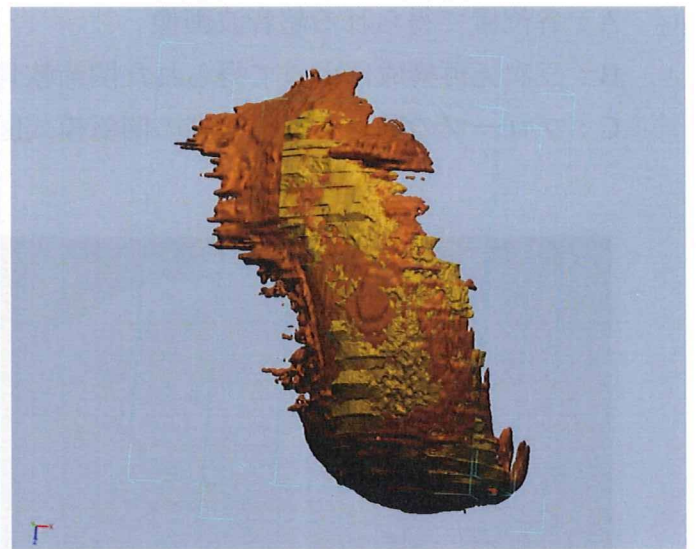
超音波画像より作成した3次元表面形状モデル
